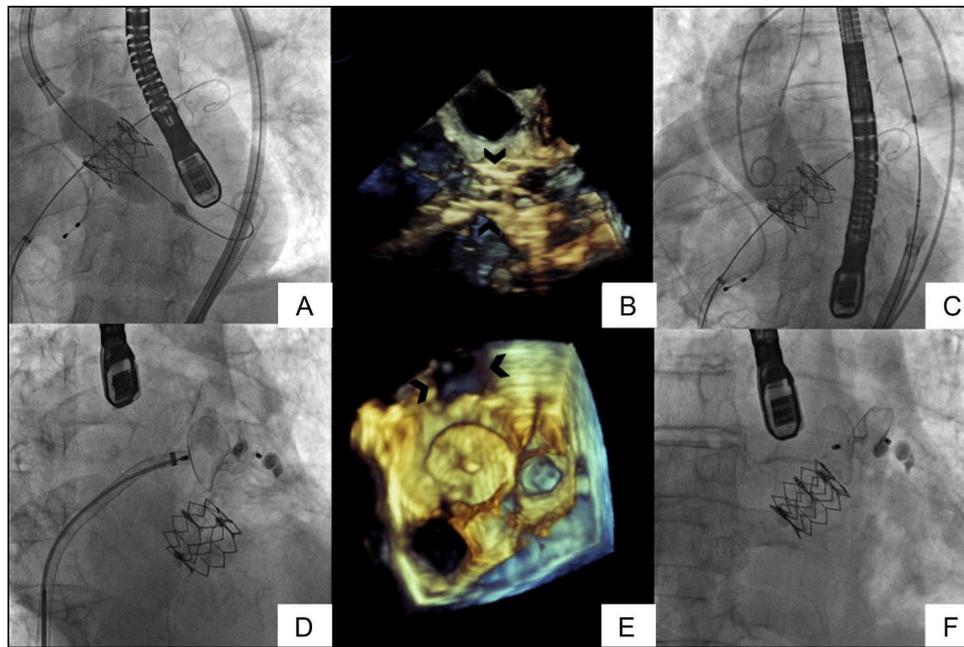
A–C: implante de la válvula Edwards–SAPIEN XT de 26 mm. A: implante directo de la prótesis con buena expansión comprobada por fluoroscopia. B: ecocardiografía transesofágica tridimensional. C: sin insuficiencia aórtica periprotésica en la aortografía final. Las flechas señalan el *stent* de la prótesis. D–F: implante de dispositivo de cierre de orejuela izquierda con Amplatzer Cardiac Plug® de 28 mm. D: colocación del dispositivo guiado por fluoroscopia. E: ecocardiografía transesofágica tridimensional. F: imagen final de ambos dispositivos.
